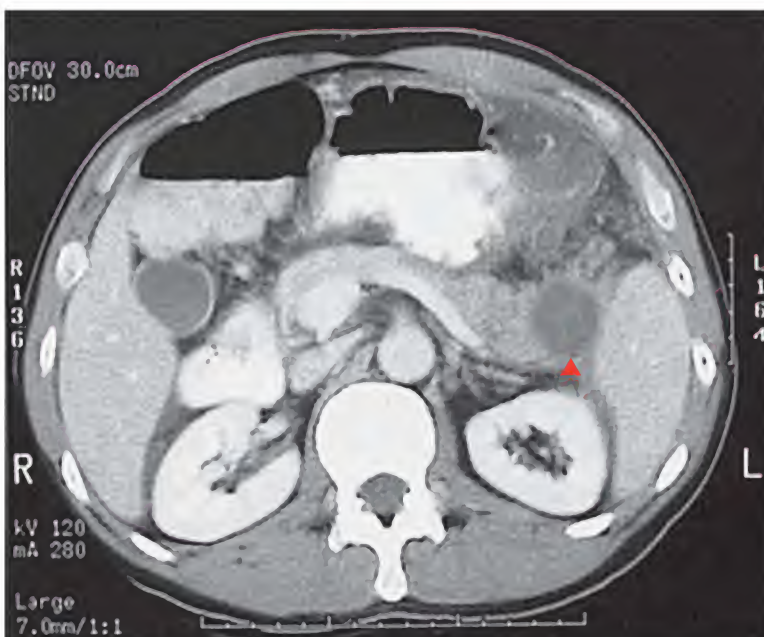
Seudoquiste pancreático, tomografía computarizada
